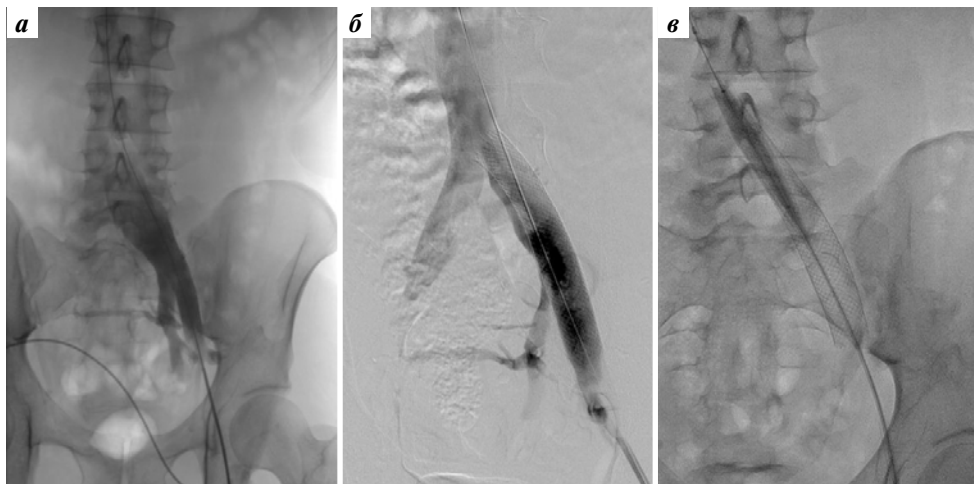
Прямая рентгеноконтрастная флебография от 11.05.2018 (а); ангиопластика и стентирование левой общей подвздошной вены от 19.10.2018 (б); ангиопластика проксимальной части стентированного участка левой общей подвздошной вены от 12.08.2019 (в)
